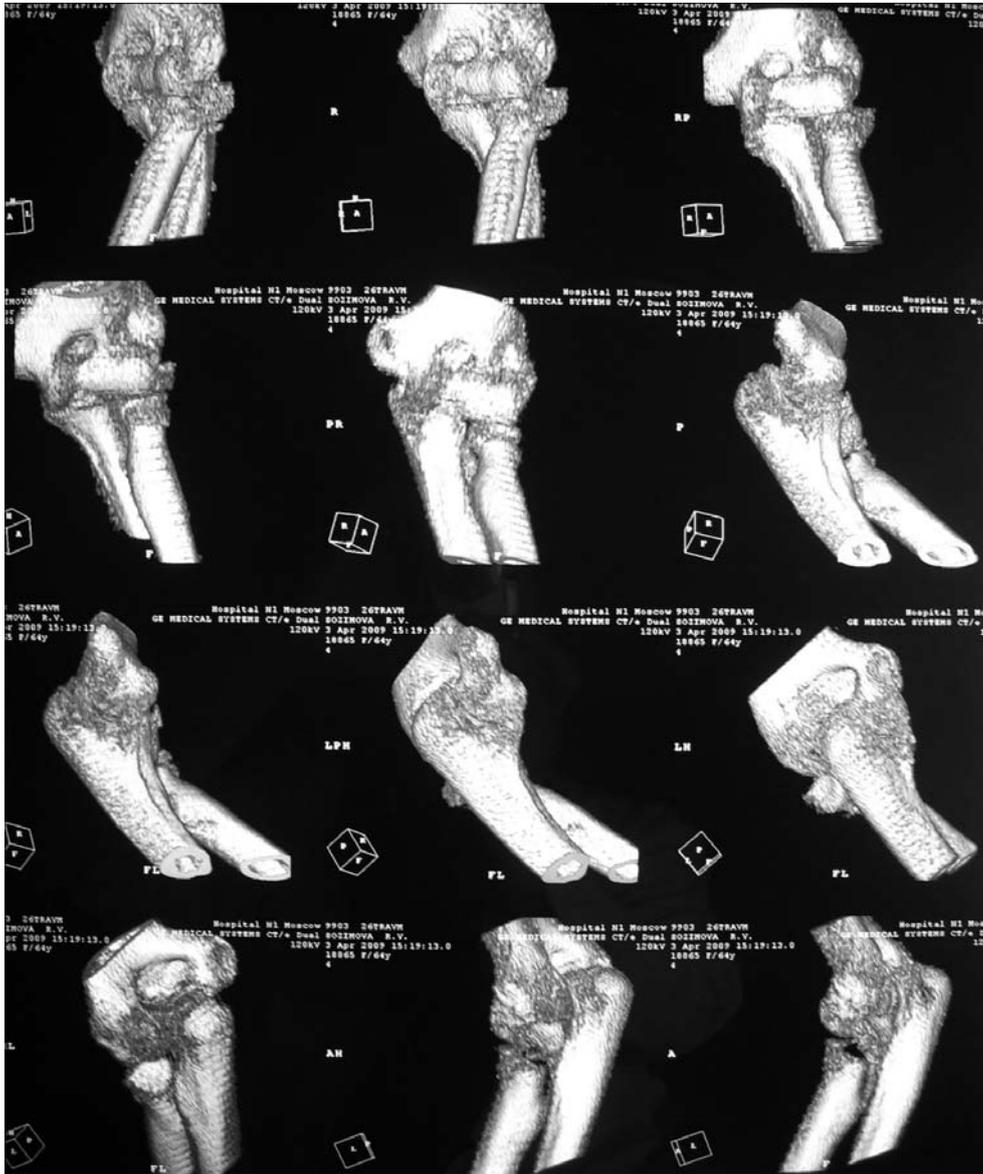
Компьютерные томограммы с 3D-реконструкцией локтевого сустава пациентки С.
